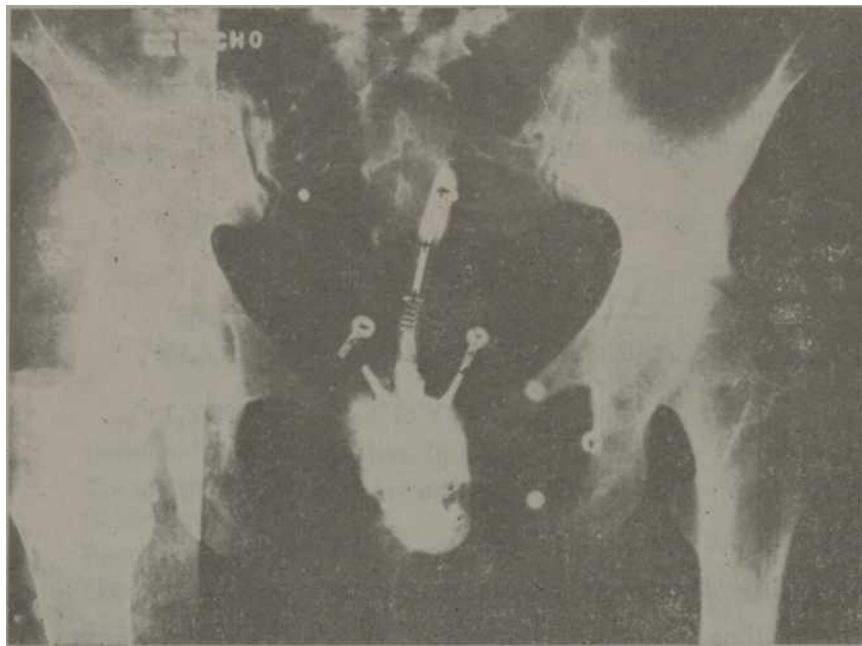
Radiografía desplazada.
